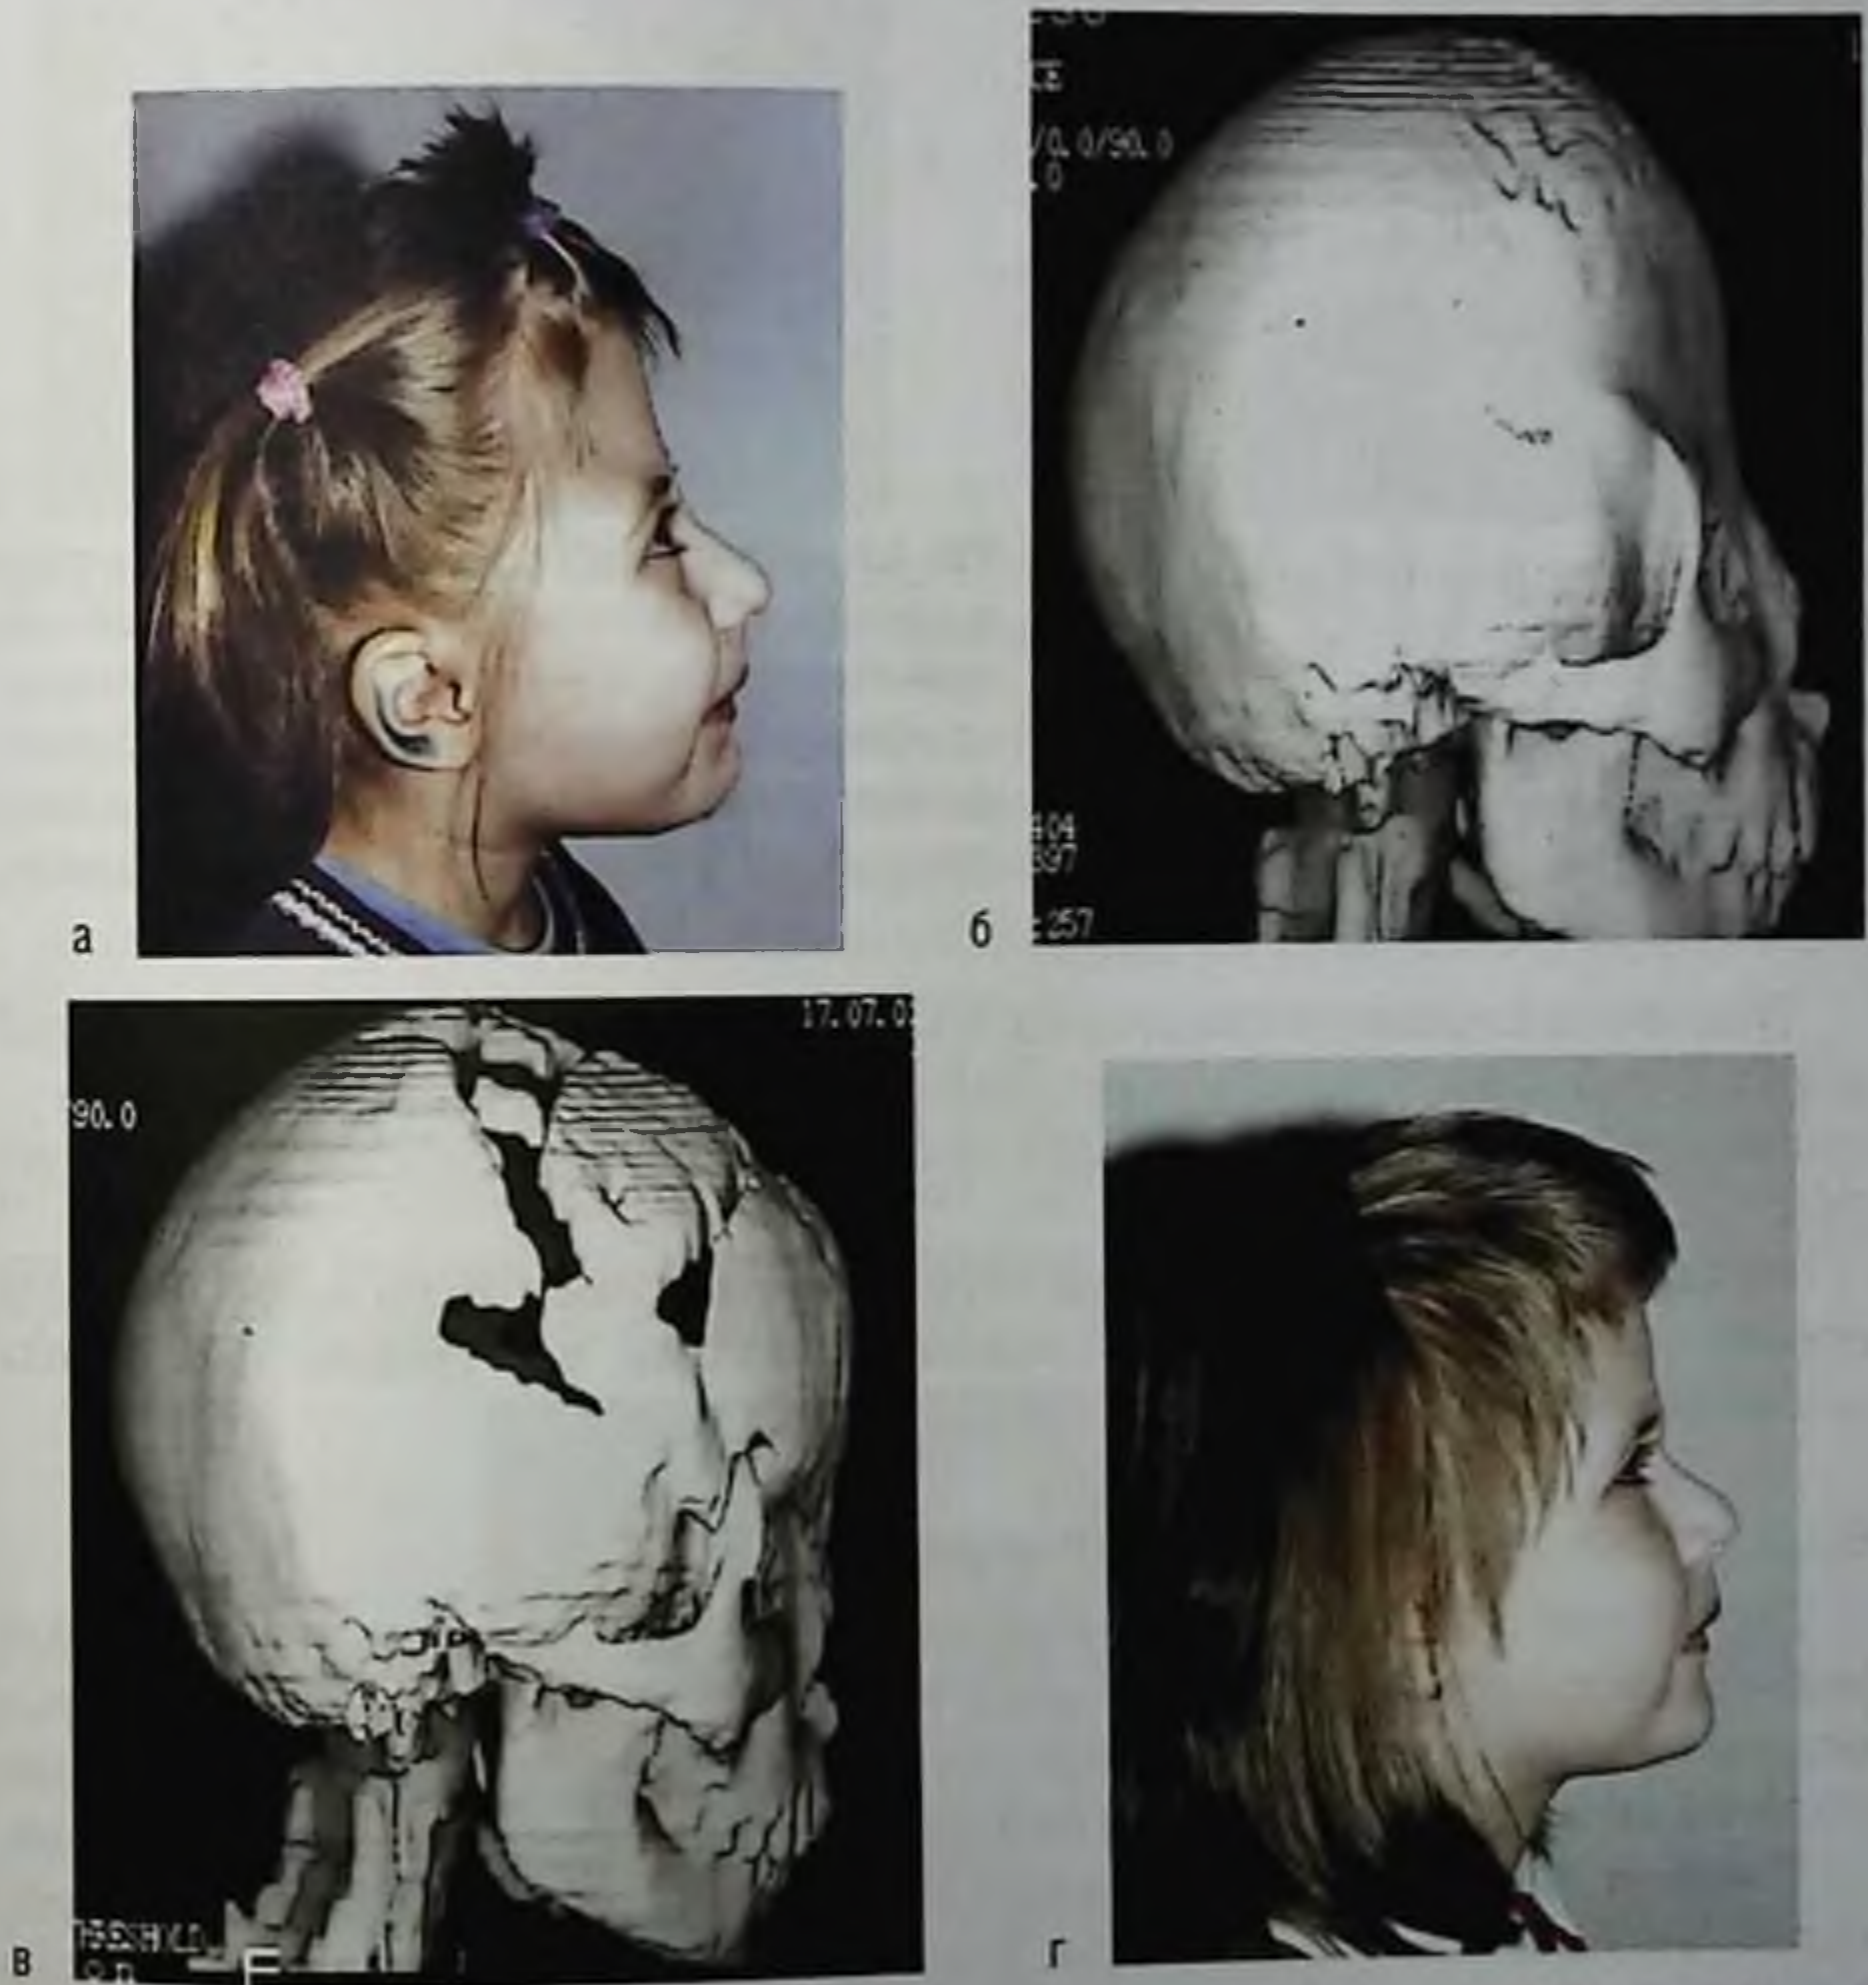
Множественные синостозы черепных швов с развитием башенного черепа (оксицефалии). Фото и трехмерная томографическая реконструкция: а, б — до операции; в, г — после операции
